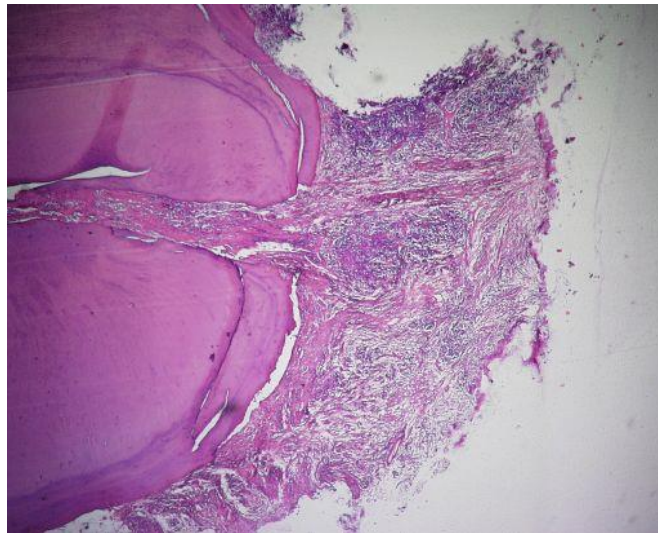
Inflamación crónica periapical (granuloma periapical incipiente) tinción HE (25).
